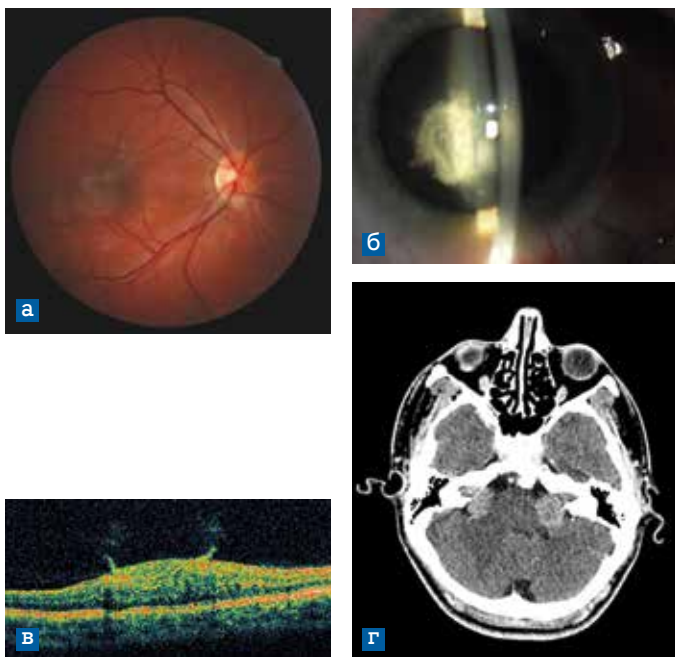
Глазное дно (а), результаты биомикроскопии (б), ОКТ (в) и рентгеновской КТ головного мозга (г) у ребенка с нейрофиброматозом 2 типа (двусторонняя акустическая невринома). а) Юкстапапиллярная (сектор 6 часов) и макулярная гамартомы сетчатки; б) Субкапсулярные и капсулярные помутнения хрусталика; в) Образование умеренной рефлективности, расположенное в слое нервных волокон сетчатки, с высокореклеktivными включениями. Тангенциальный переход от образования к интактной сетчатке. Признаки витреоретинальной адгезии; г) Аксиальный срез с контрастированием. Двустороннее образование слуховых нервов
